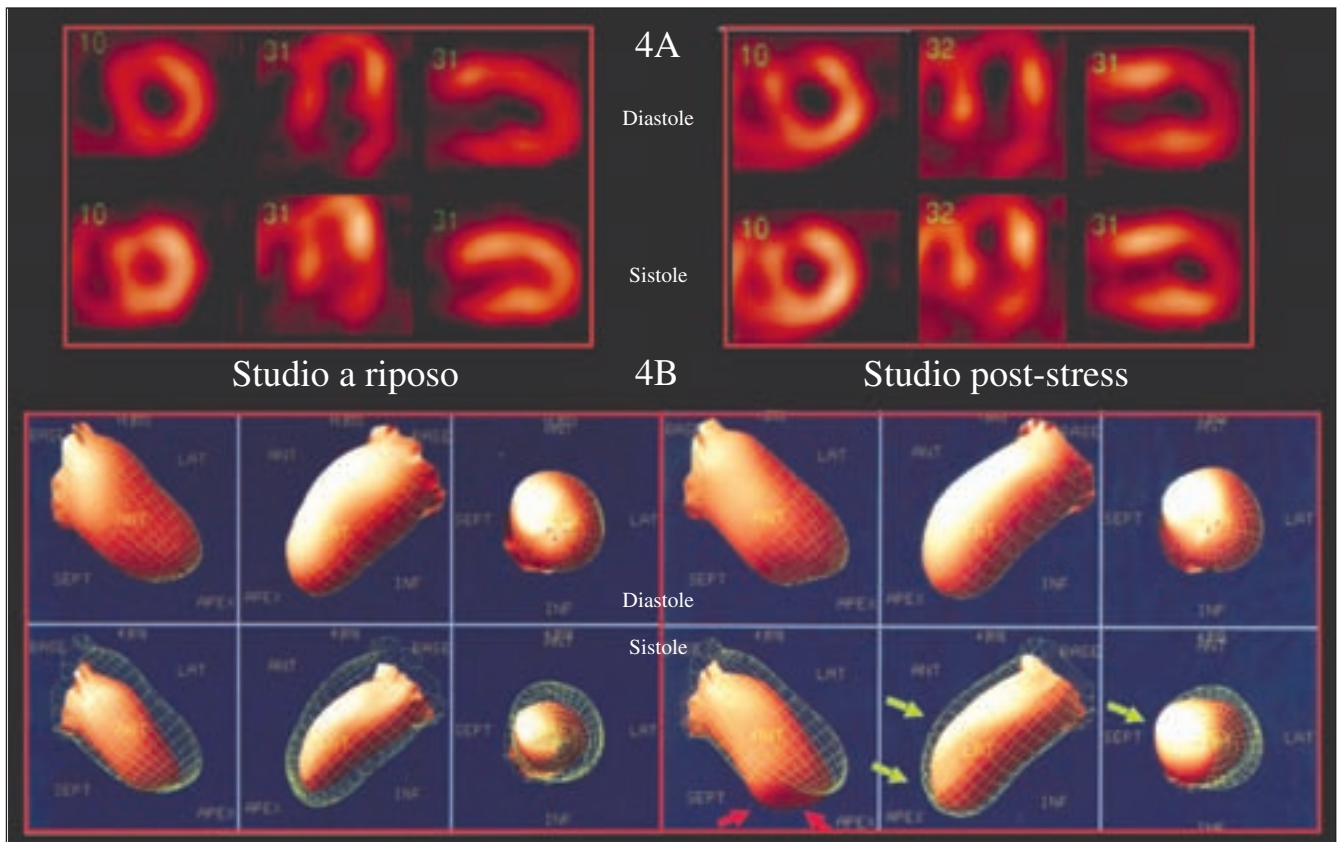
Gated-SPECT: studio di funzione ventricolare sinistra. Immagini di telediastole e telesistole rappresentate sia da singoli tagli tomografici (sopra) che da ricostruzioni tridimensionali (sotto), a riposo e nello studio post-stress. Per i dettagli vedere testo.
